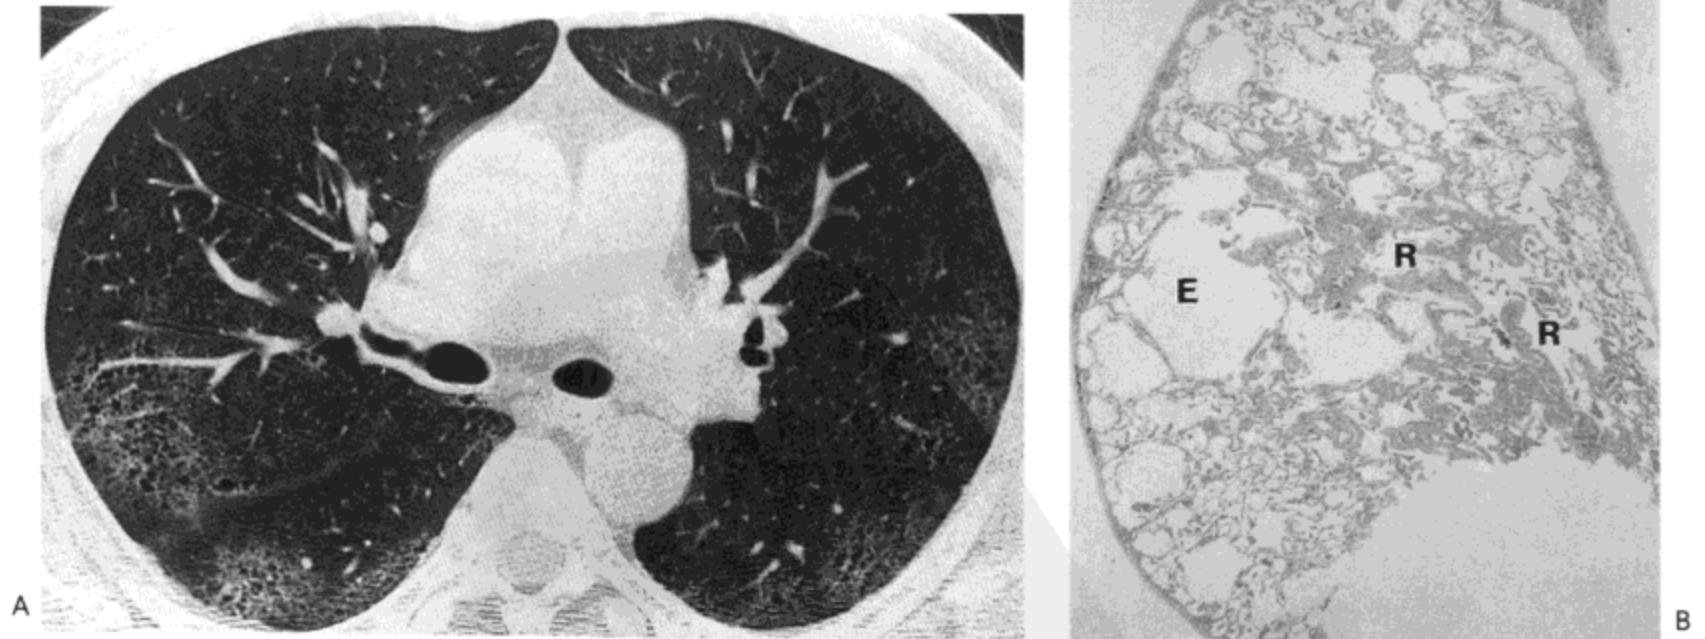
呼吸性细支气管炎-间质性肺病。A: 高分辨率 CT 影像示双侧片状磨砂玻璃影, 主要分布于周围肺内。同时注意有轻度的肺气肿。B: 活检标本示一些呼吸性细支气管 (R) 管壁中度纤维化。局部肺气肿 (E) 明显。
